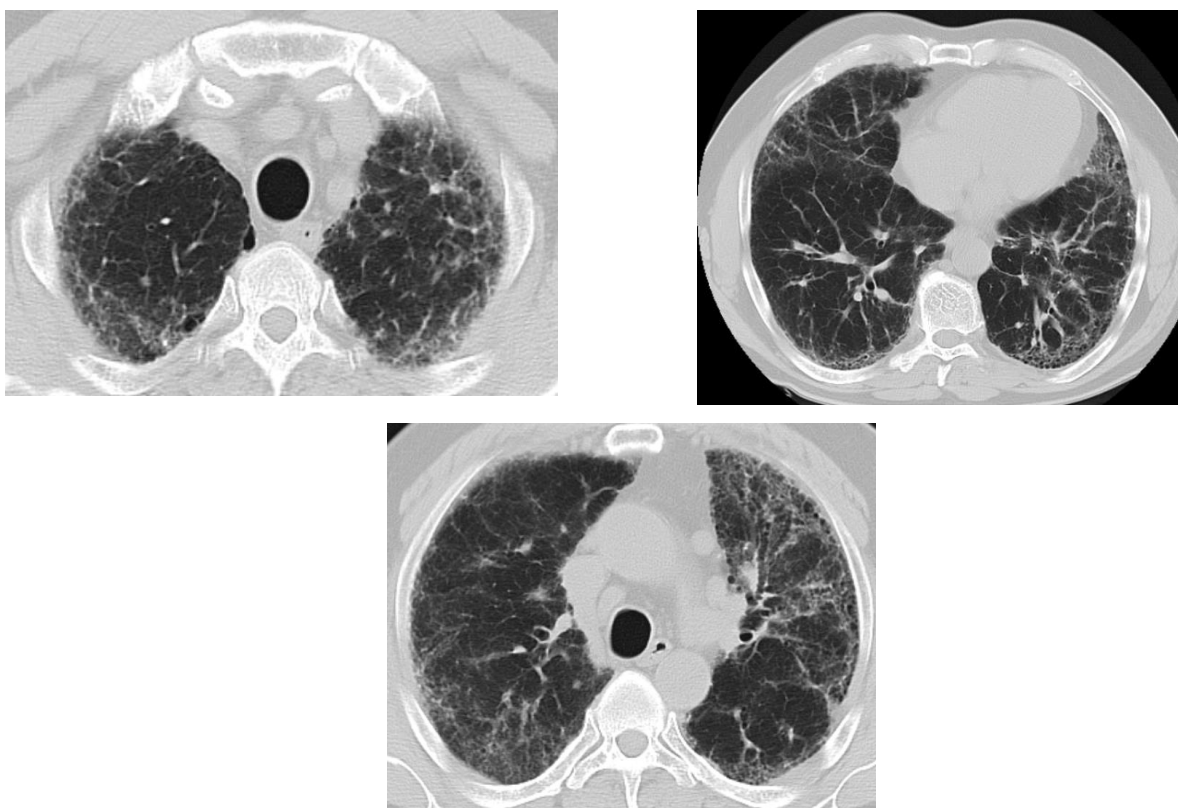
Компьютерная томография легких пациента Ш. от 28.09.2016 г.
